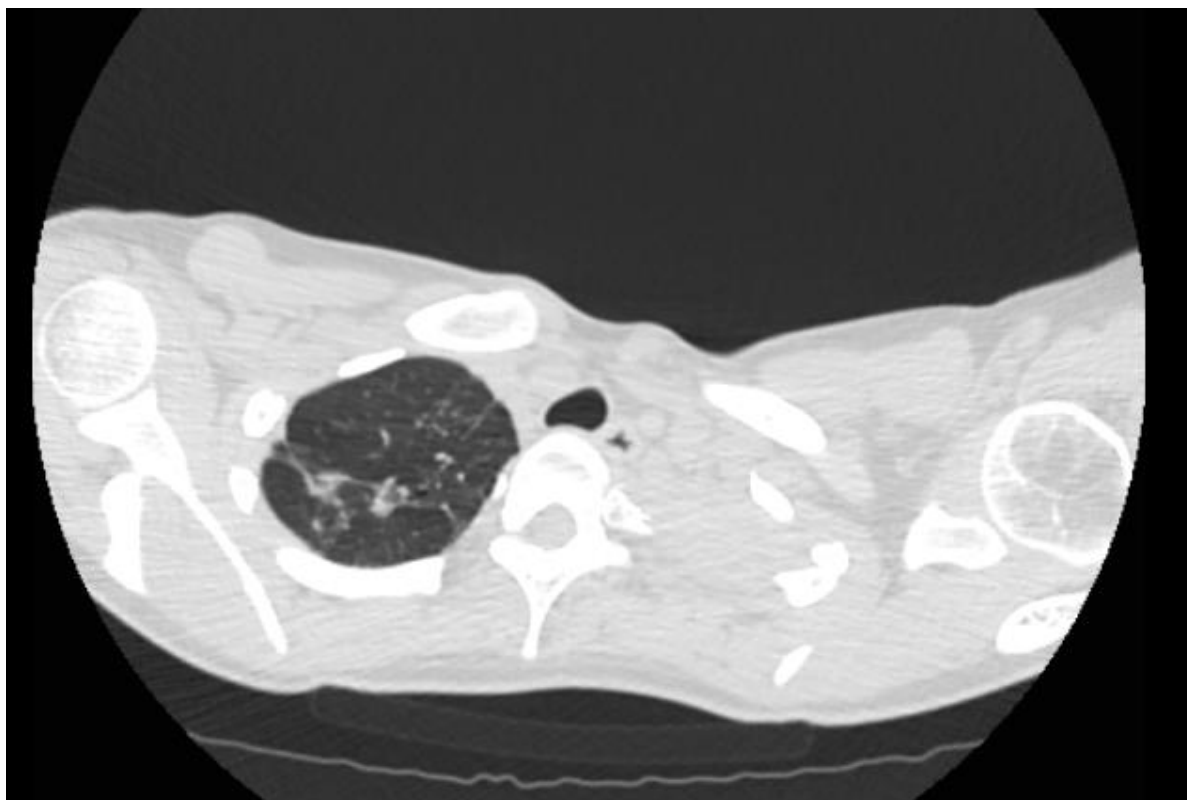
б. Рентгеновская компьютерная томография органов грудной клетки пациентки К. В области верхушек визуализируются несколько очаговых изменений, более мелкие распложены по периферии, более крупные – ближе к центру, в некоторых очагах наблюдается петрификация и фиброзные изменения.
